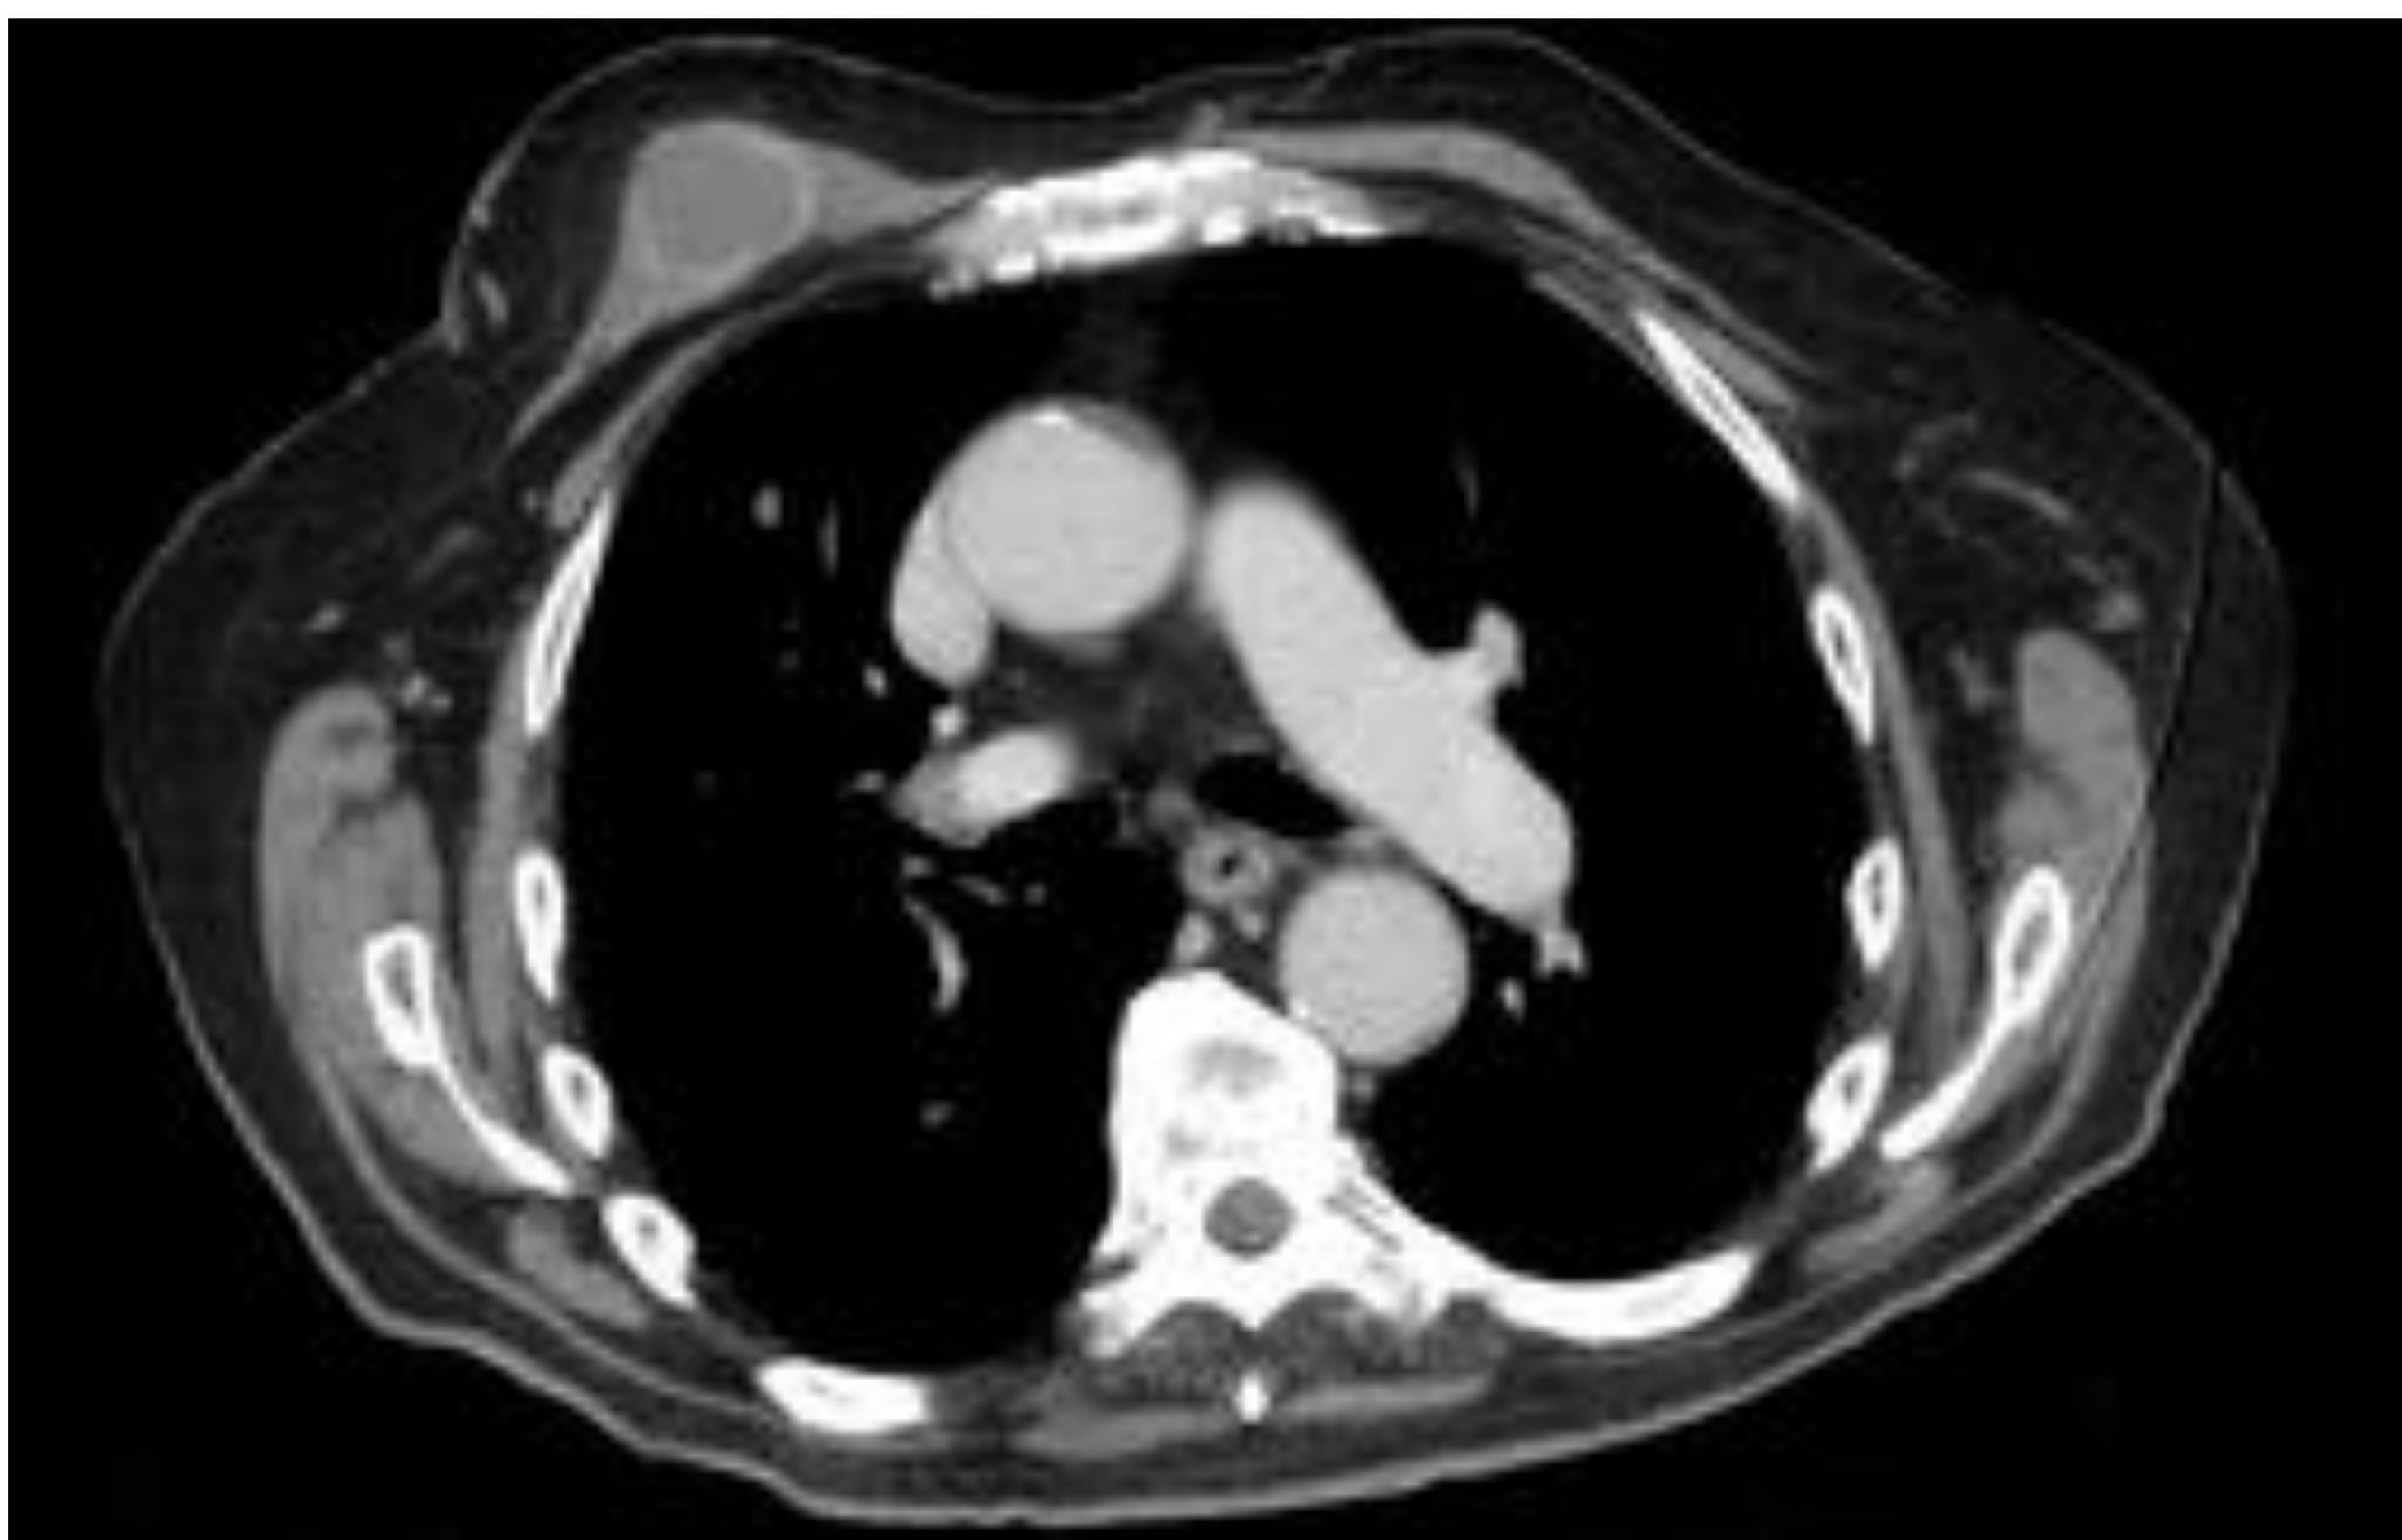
TC tórax con contraste axial y b.coronal: masa ovalada con captación periférica de contraste(MM tipo 2) en Ms pectoral derecha
